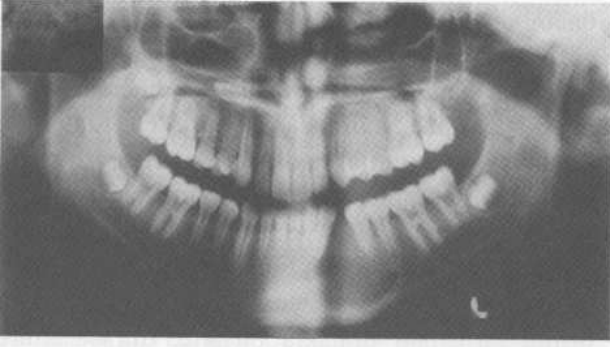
Postoperatif 1. yıl radyografisi.
